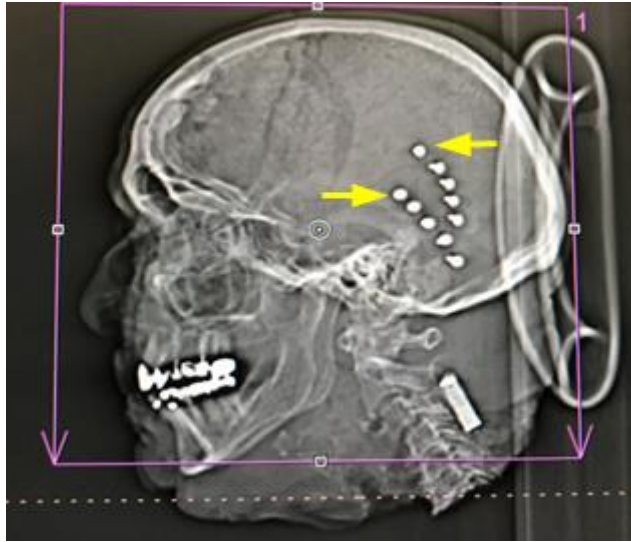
Компьютерная томография черепа после установки винтов саморезов (указано стрелкой).
